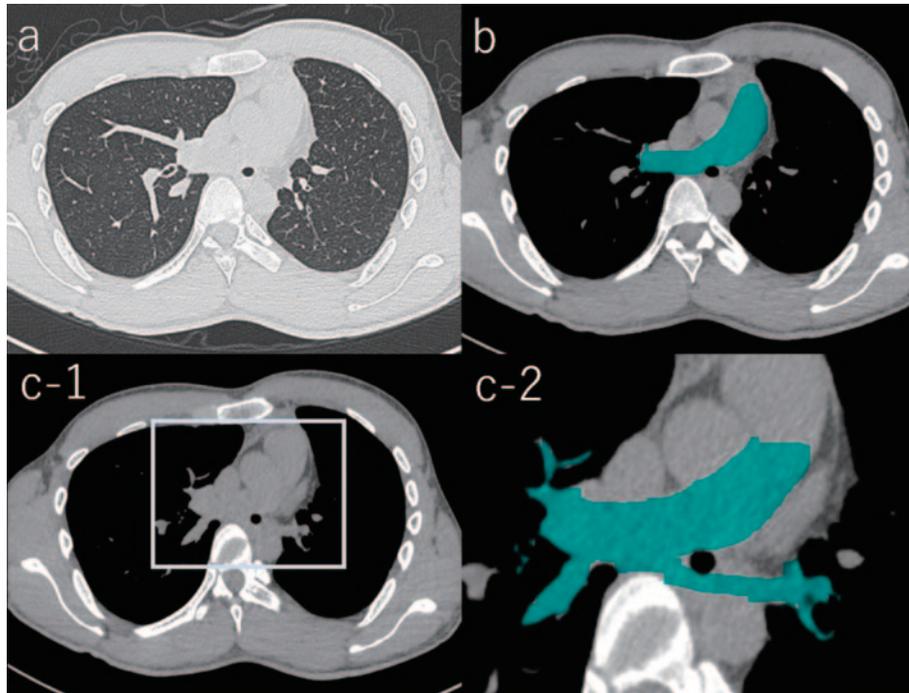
胸部CT. (a) 気管の内腔狭窄と血管径の左右差を認める. (b) 左肺動脈は正常部位からの分岐を認めない. (c-1, c-2) 左肺動脈は右肺動脈からの起始を認める.
